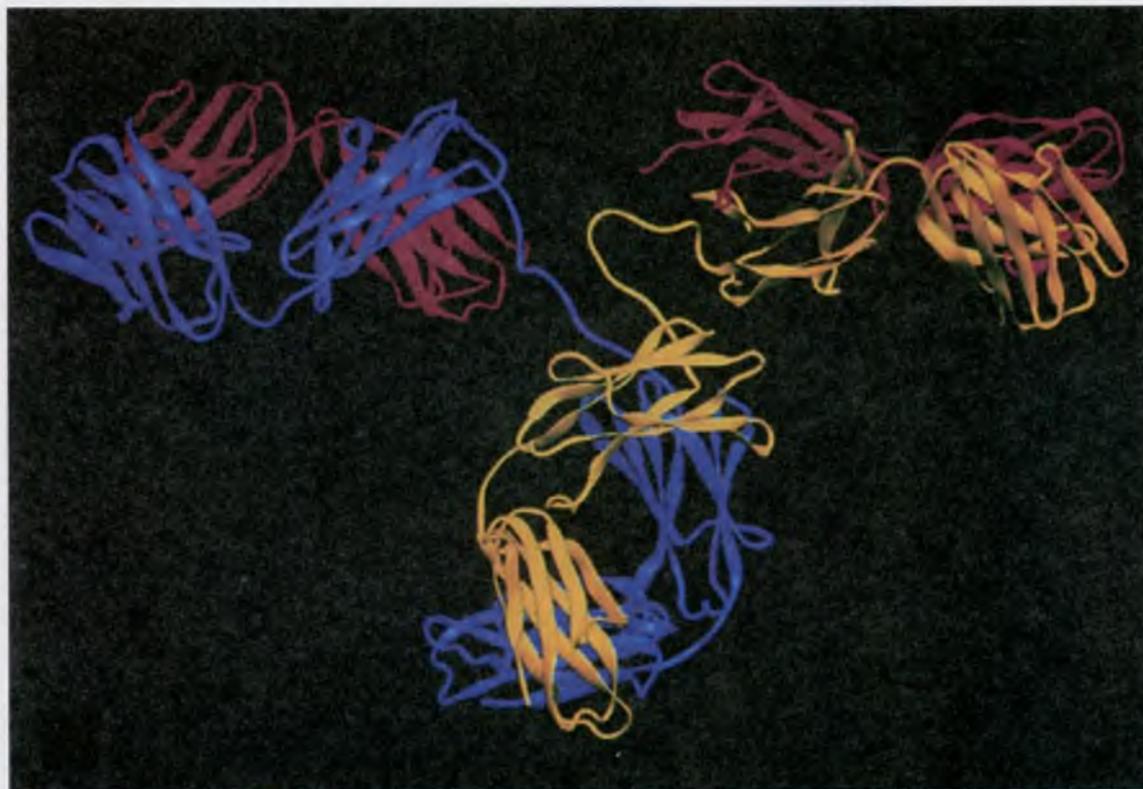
Трёхмерная модель молекулы IgG, построенная на основе рентгеноструктурного анализа
